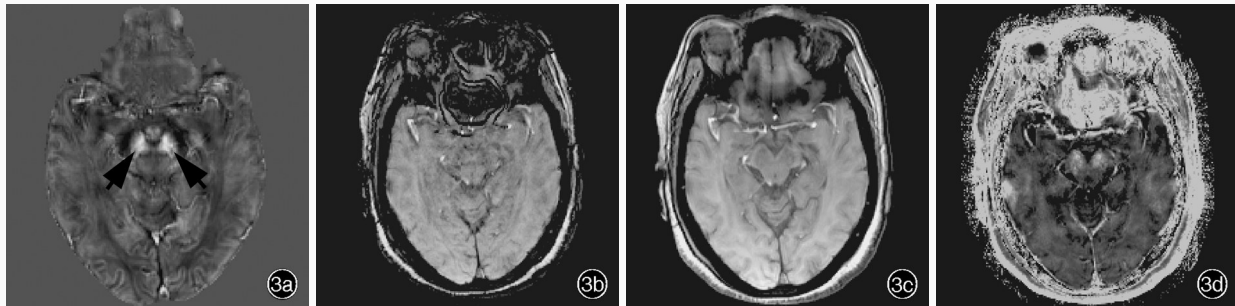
正常女性,60岁。头部MRI检查所见 3a 横断面QSM图显示,双侧黑质致密部背外侧区可见卵圆形低信号影(箭头所示) 3b~3d 同层面SWI图、幅度图和R<sub>2</sub>\*图均显示不佳
